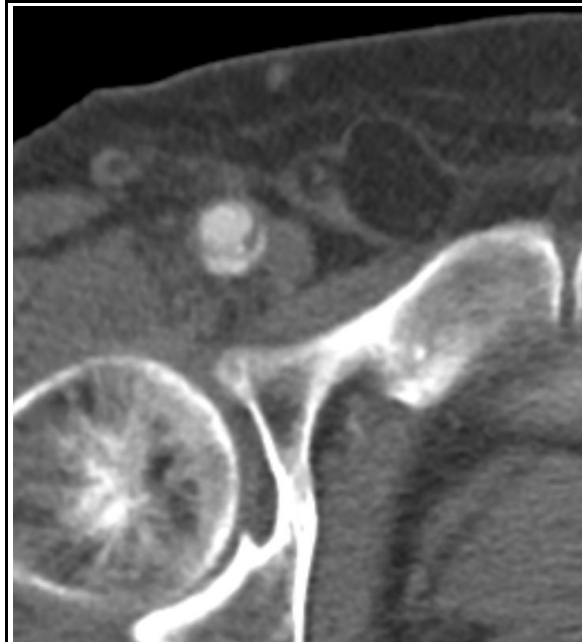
Aneurysma spurium der A. femoralis communis (axiales CT-Schnittbild)*
